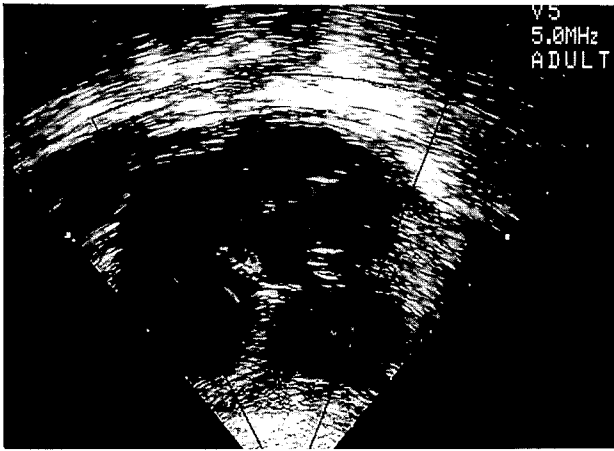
Postoperative echocardiography with color doppler showed trivial tricuspid regurgitation.
